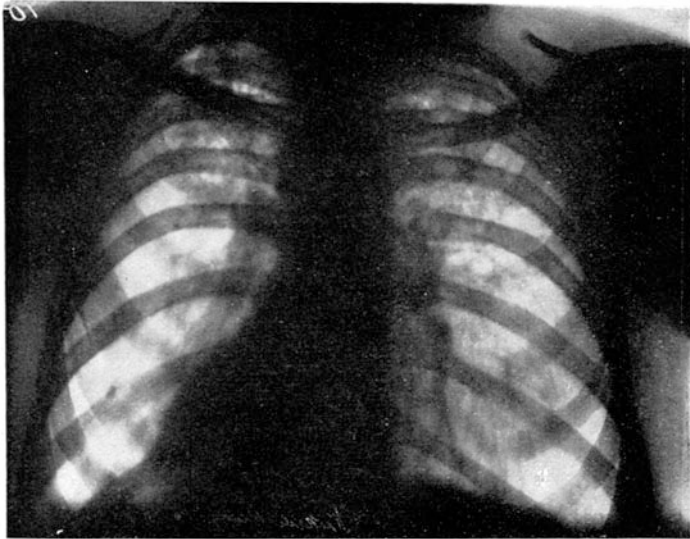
Röntgenbild bei beiderseitiger Oberlappentuberkulose.
